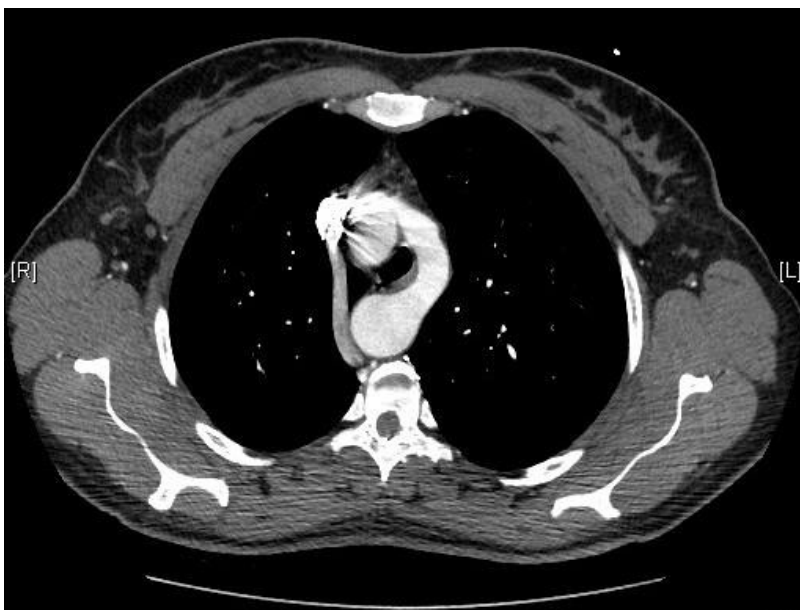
TC-Torace: anello vascolare dovuto a doppio arco aortico
